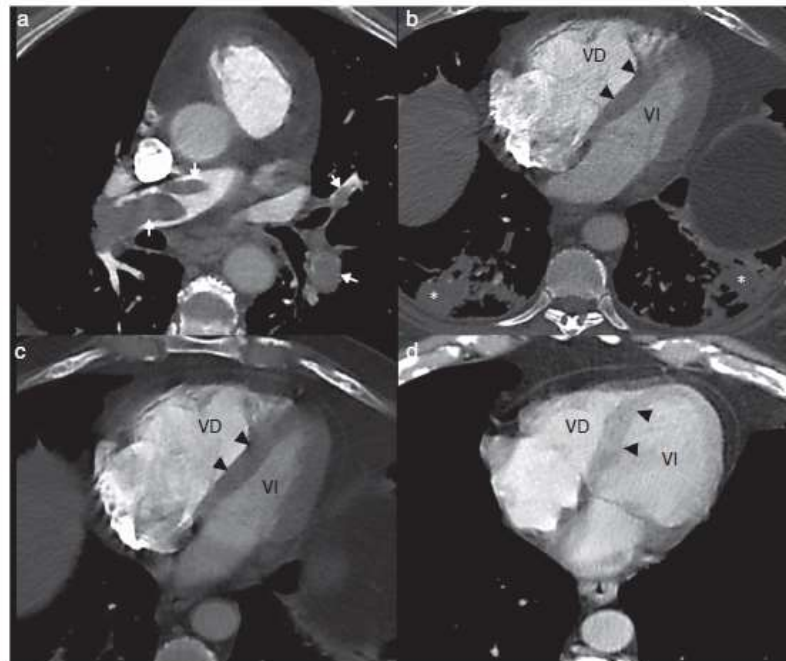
Evaluación del ventrículo derecho (VD) en angio-TC diagnóstica de tromboembolia pulmonar aguda, comparando con estudios previos. a) émbolos en arterias pulmonares principales y en sus ramas periféricas (flechas blancas); b y c) dilatación del VD y aplanamiento septal (cabezas de flecha), no presentes en una TC previa realizada un año antes (d). También se produjeron infartos pulmonares (asteriscos blancos). VI: ventrículo izquierdo.
